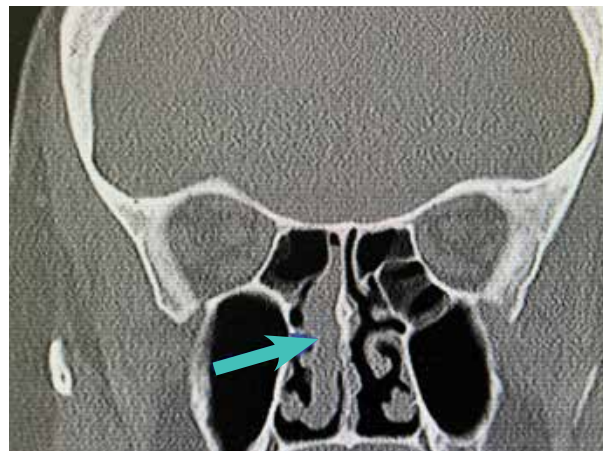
Компьютерная томография околоносовых пазух в коронарной проекции (стрелка указывает на новообразование)
